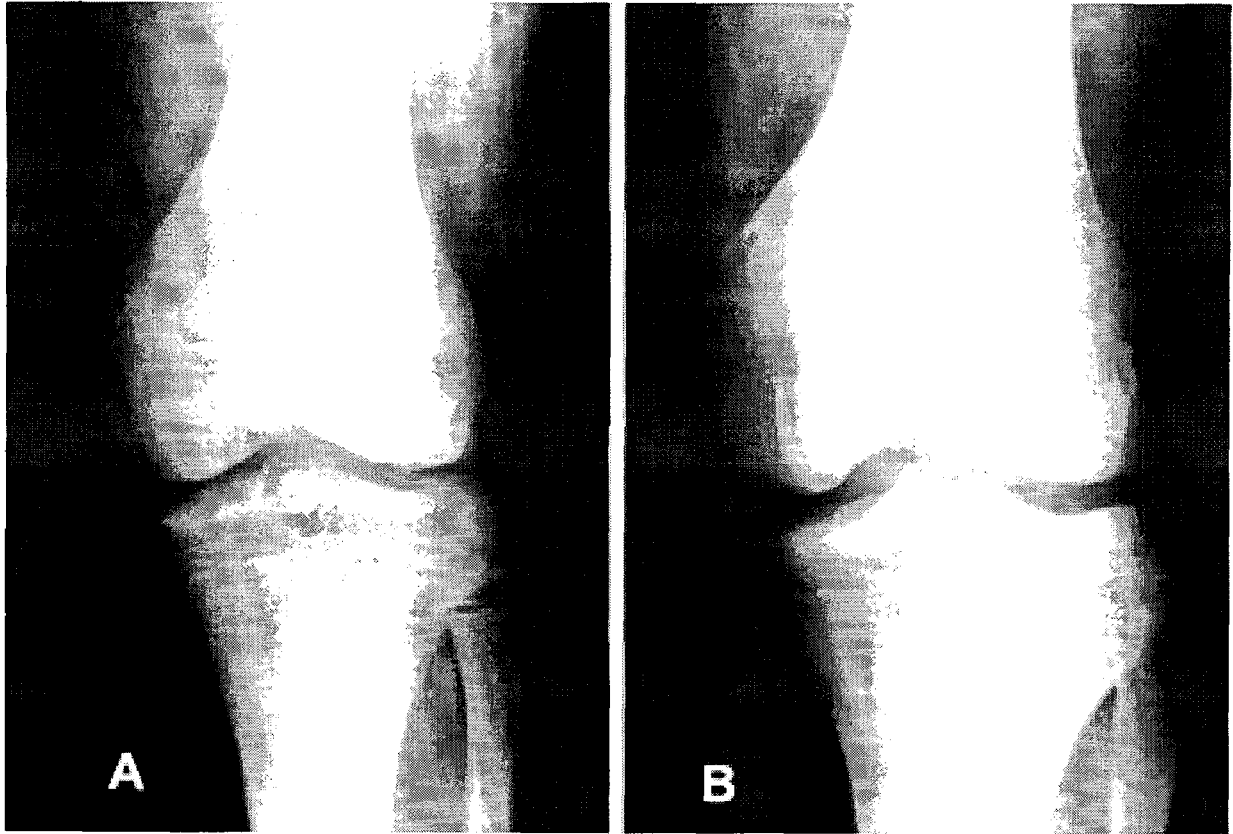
Roentgenogram of ACL injury patients.
